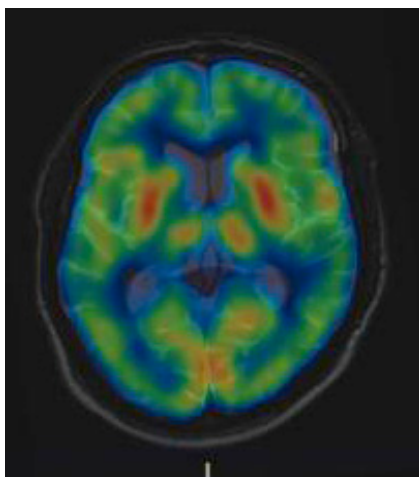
Acquisitions de SPECT - ECD
